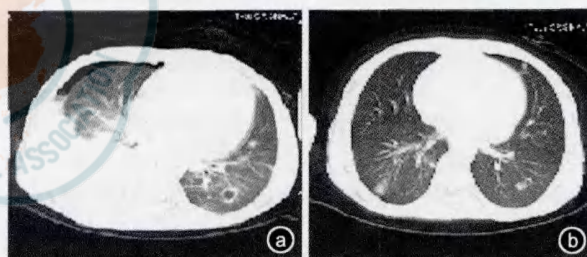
治疗前后胸部 CT 影像对比。a. 治疗前双肺出现空洞、结节、积液、实变等炎症改变; b. 治疗后肺扩张, 炎症基本消失
